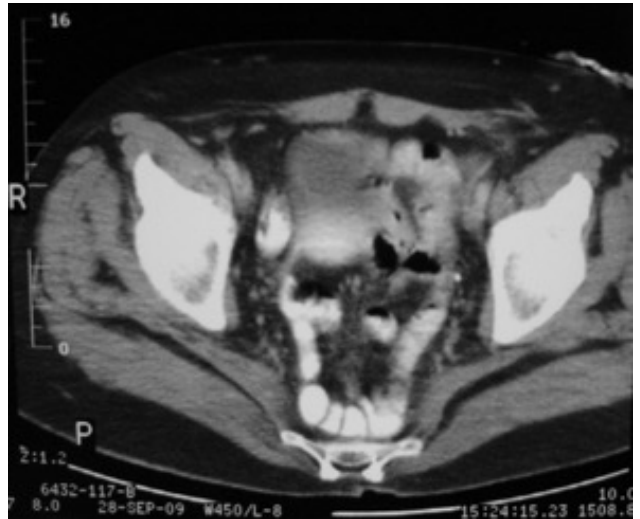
Caso 1: Tomografía computada donde se observa la hernia perineal y su contenido.
